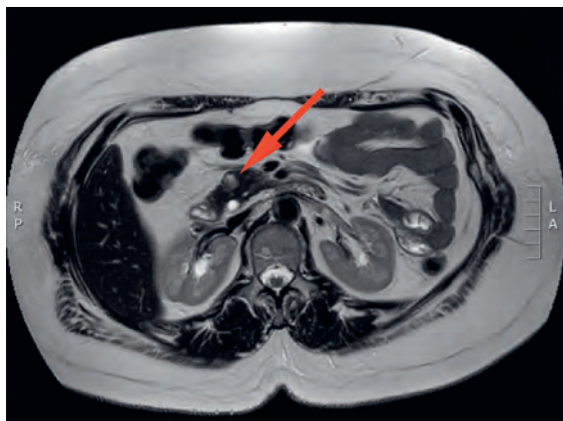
IRM du pancréas: masse définie (max. 12 x 9 mm) dans la tête du pancréas (flèche) dont la morphologie est compatible avec une néoplasie neuroendocrine, par exemple un insulinoïde. Aucun signe de métastases des ganglions lymphatiques ou des organes. (Nous remercions le service de radiologie du Spital Limmattal pour l'image.)
